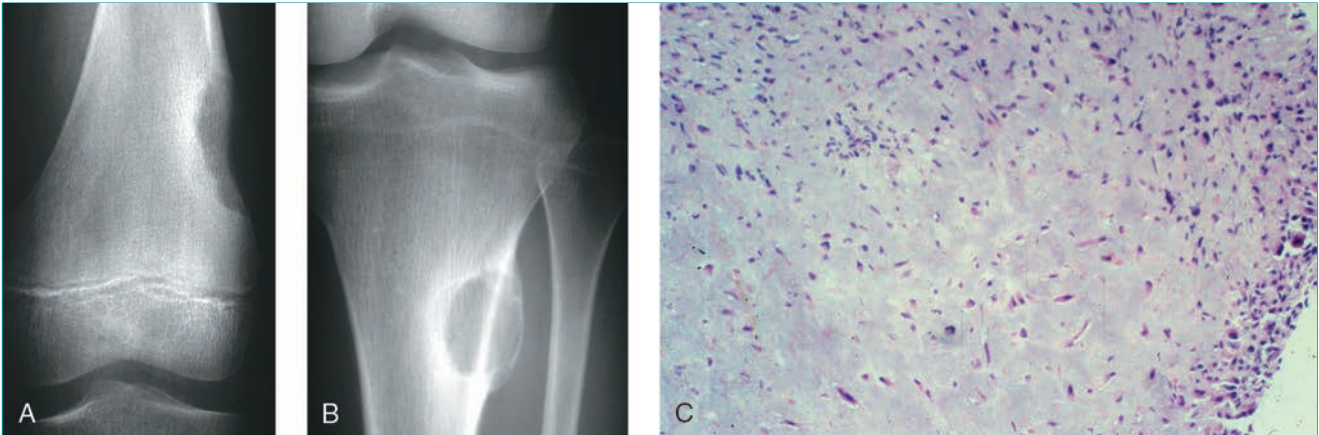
Fibroma condromixóide. A, Radiografía anteroposterior del fémur distal derecho de un niño de 12 años con dolor en la rodilla en la que se aprecia una lesión lítica excéntrica con un borde intramedular bien delimitado. La presencia de una cubierta perióstica que no se ve con facilidad hace sospechar un fibroma condromixóide. B, Radiografía anteroposterior de la tibia proximal de una mujer de 22 años con una lesión excéntrica que expande la cortical y tiene un halo periférico visible. C, imagen microscópica de un fibroma condromixóide con regiones hiper celulares en la periferia de los lobulillos. Obsérvese las células estrelladas, fusiformes y el estroma mixóide.
